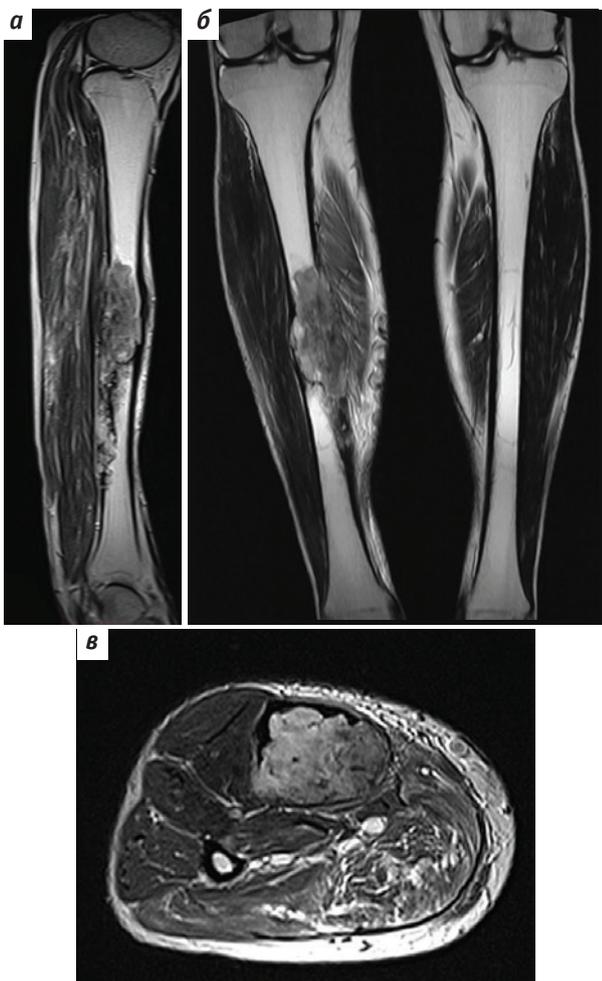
МРТ правой голени перед операцией: а – прямая проекция; б – боковая проекция; в – аксиальная проекция
